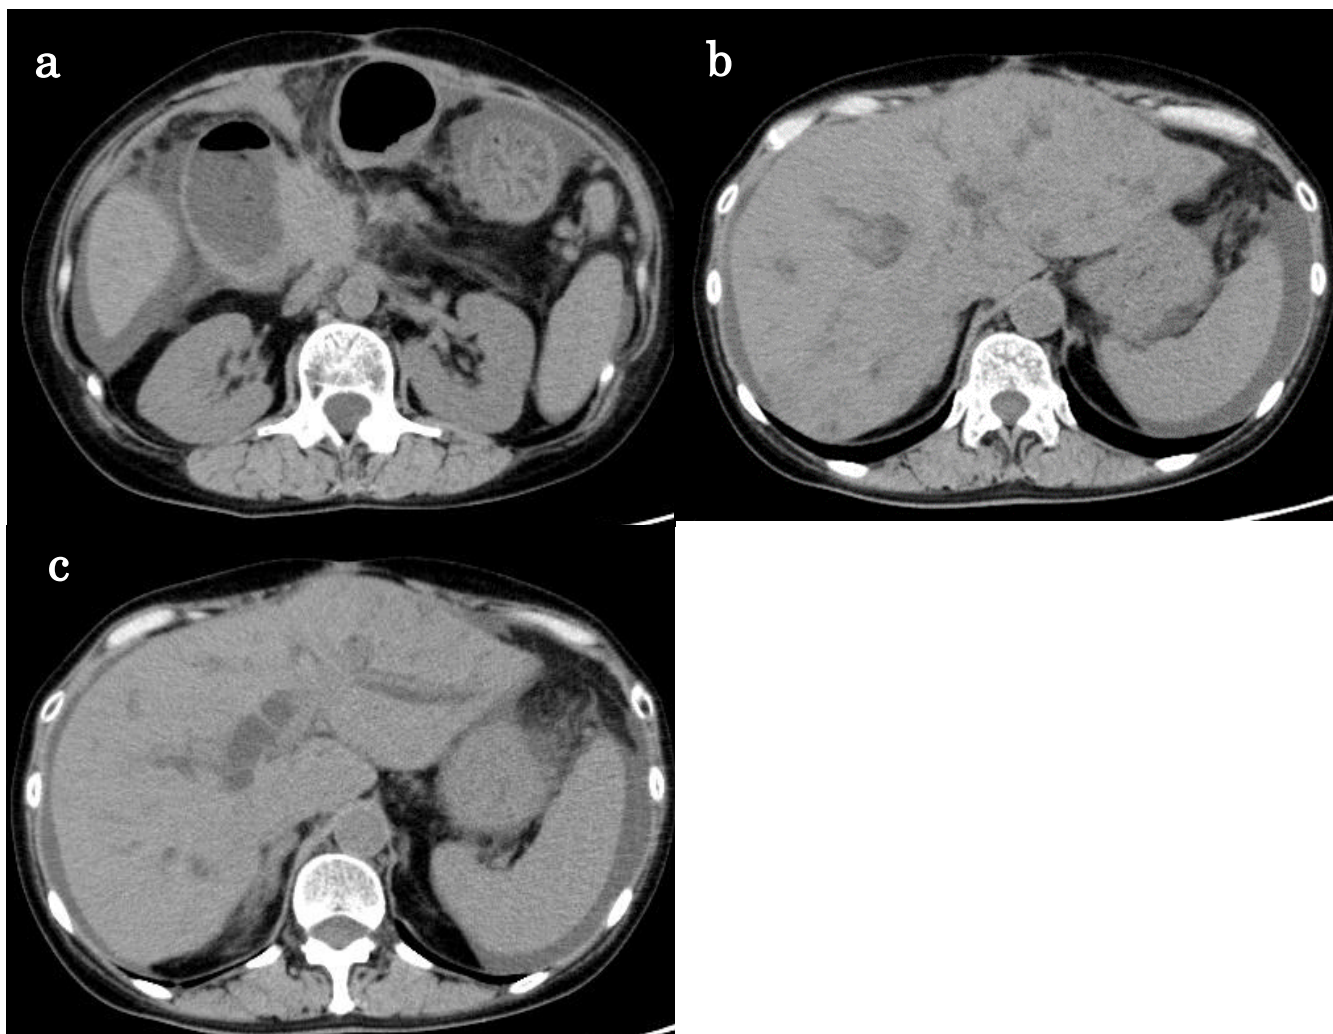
単純CT (a) 膵頭部腫瘍の増大、腹水の出現を認めた。
